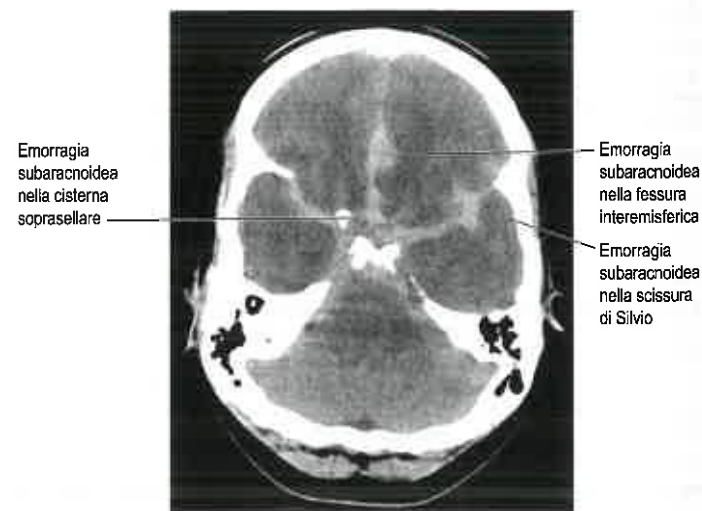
Immagine assiale di TC (senza mezzo di contrasto per via endovenosa) a livello delle clinoidi posteriori. È presente un'attenuazione insolitamente alta nelle cisterne basali e nello spazio subaracnoideo della fessura interemisferica, che indica un'emorragia subaracnoidea acuta, la cui causa è stata in seguito individuata in un aneurisma da rottura sull'arteria comunicante anteriore.
